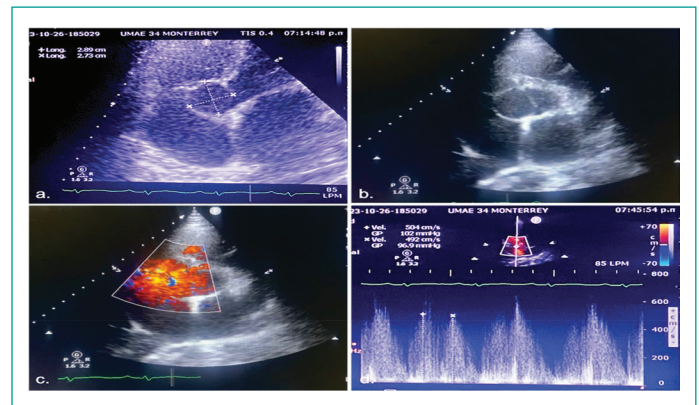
Ecocardiograma evidenciando aneurisma del seno de valsalva no coronariano (a y b). Ruptura de seno de valsalva hacia atrio derecho (c y d).
